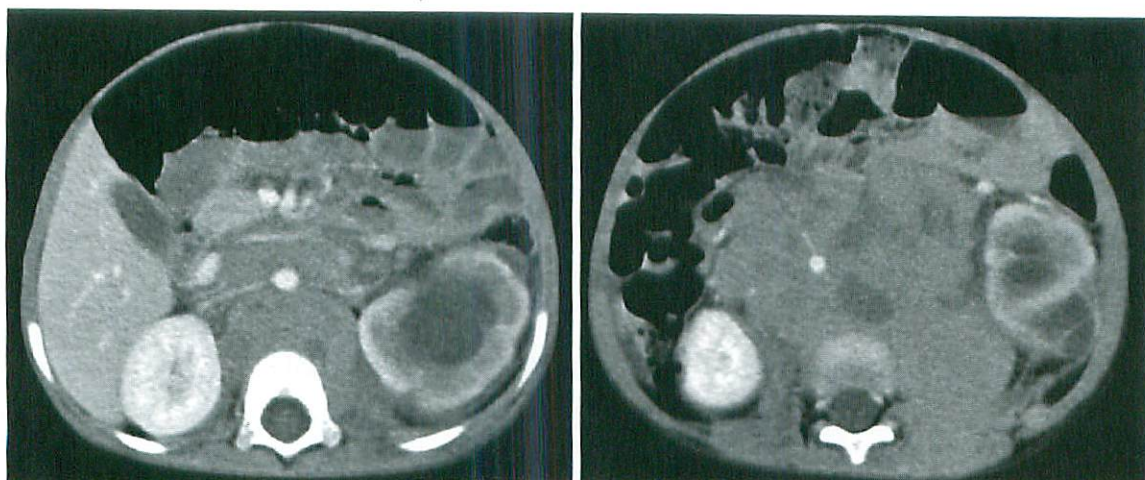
Computed tomography of abdomen shows large retroperitoneal neuroblastoma with a very irregular lobulated border that has invaded and displaced the left kidney inferolaterally, causing hydronephrosis. There is encasement and displacement of the aorta, both renal arteries, and inferior vena cava.
